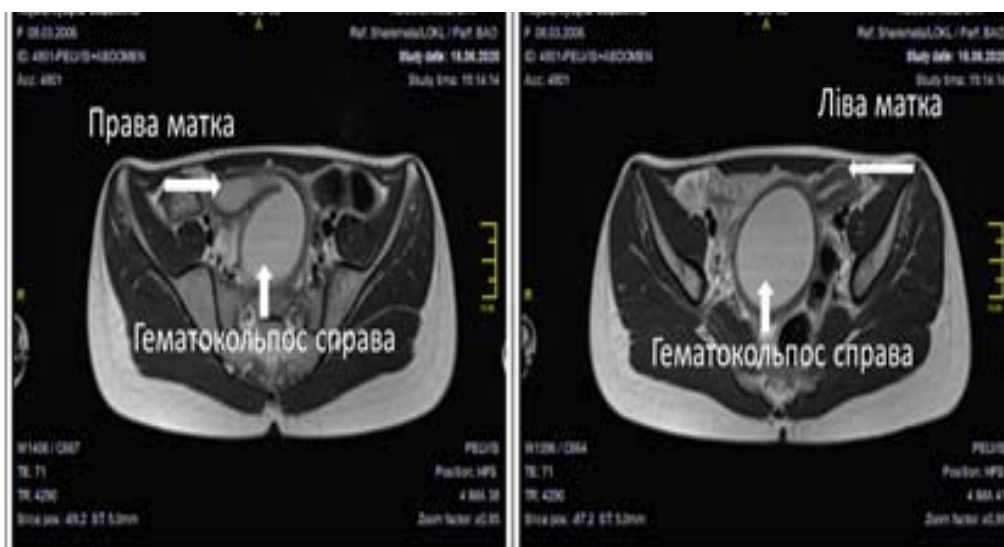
МРТ картина дві матки, порожнина правої матки сполучається з правобічним гематокольпосом (T2 зважене зображення, аксіальний зріз).
